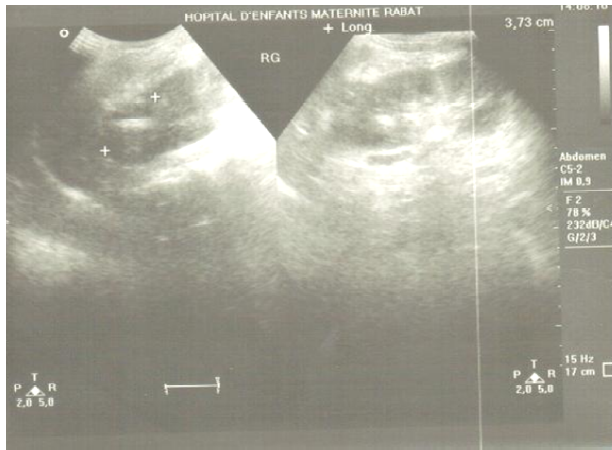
Image échographique en faveur de foyers de néphrite + abcès médiorénal
